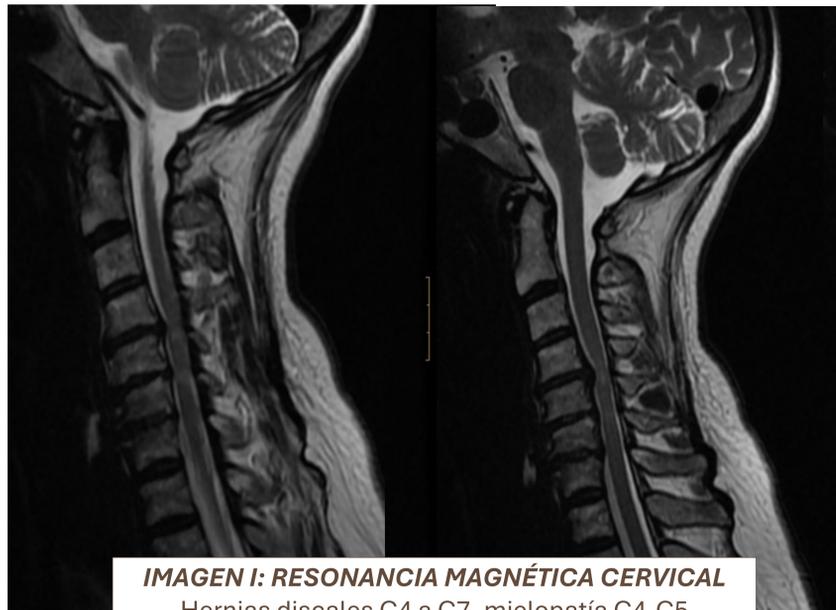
IMAGEN I: RESONANCIA MAGNÉTICA CERVICAL
